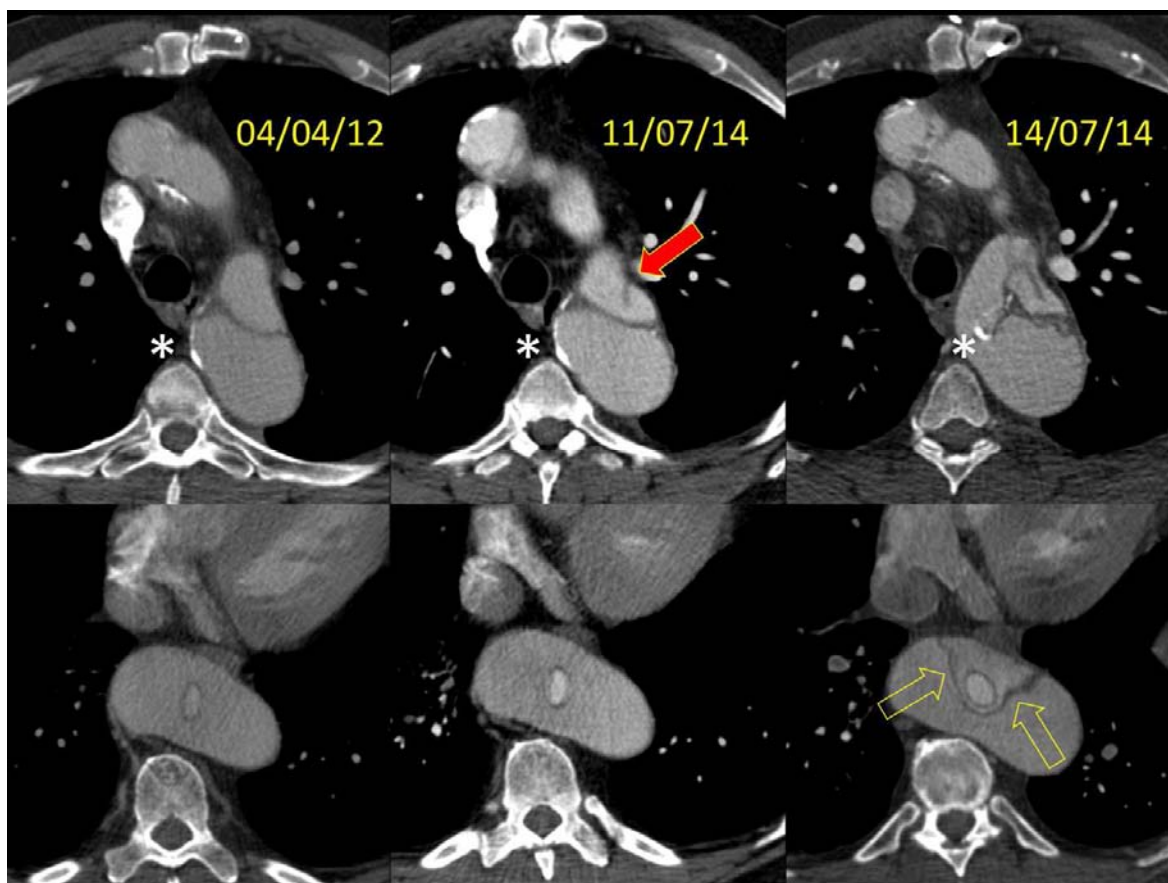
Canvis evolutius en una DAA amb estrip proximal de mida petita i dominància distal. La TC de l'11/07/14, realitzada per dolor toràcic, mostrava l'aparició d'un nou penjall segmentari de mida petita a l'aorta descendent proximal (imatges superiors) . El pacient es va xocar tres dies després, abans de la data de la cirurgia programada. La TC urgent va mostrar l'extensió distal del nou penjall, amb separació de les capes del penjall previ, desplaçament medial de les calcificacions murals de la LLF (asterisc blanc) i aparició d'una tercera llum concèntrica. Les fletxes buides marquen el nou penjall. El pacient va morir abans de la cirurgia emergent.
